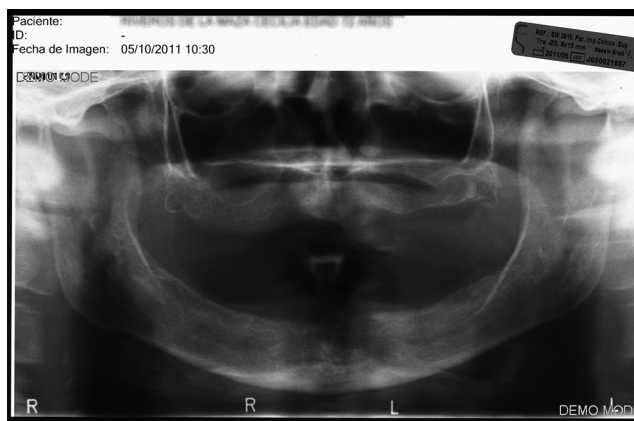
Ortopantomografía inicial preoperatoria.
